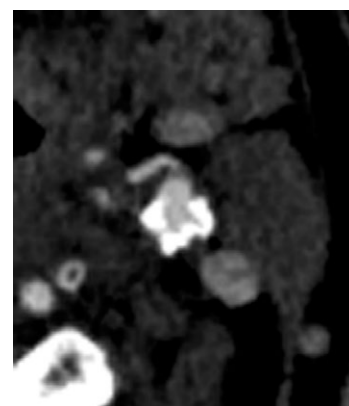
Компьютерная томограмма пациента со стабильной атеросклеротической бляшкой
